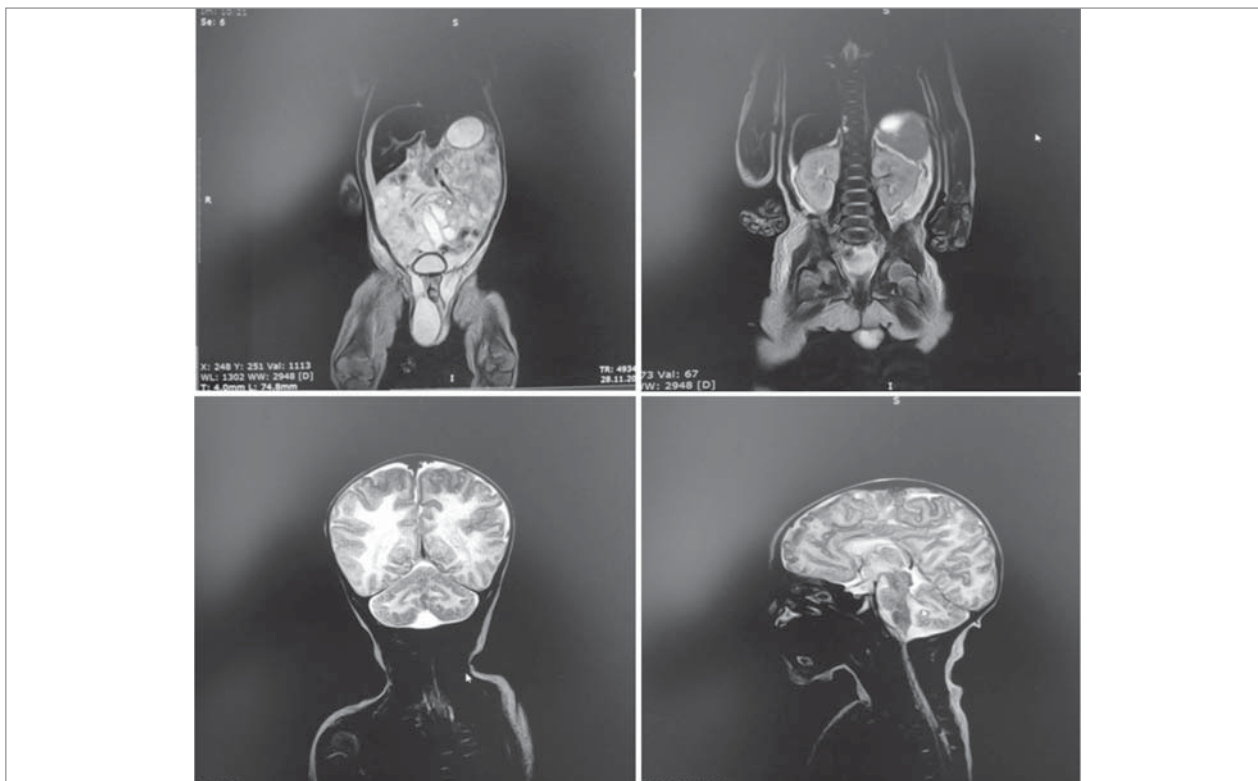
МРТ головного мозку і внутрішніх органів у режимі Т2-зваженого зображення (МР-сигнал дифузно знижений у паренхімі печінки, периферичних ділянках наднирників, з переважанням ураження лівого наднирника; ділянки стрічкоподібного зниження сигналу з поверхонь звивин, найбільш виразні зміни у середній лобовій звивині, центральній борозні та міжпівкульній щілині).
